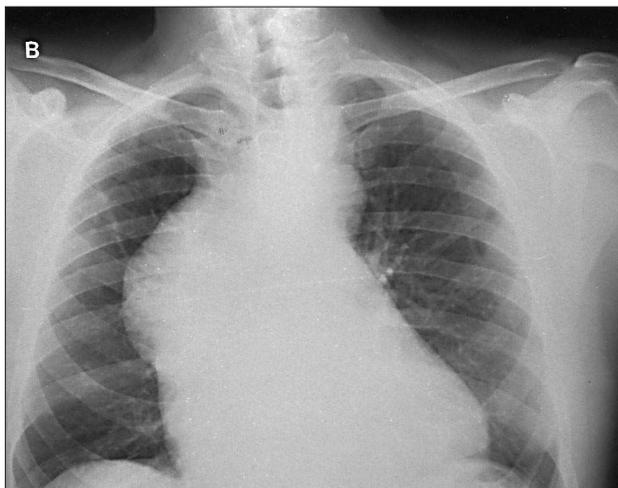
Radiografías de tórax del paciente. A: año anterior; B: momento del diagnóstico.
